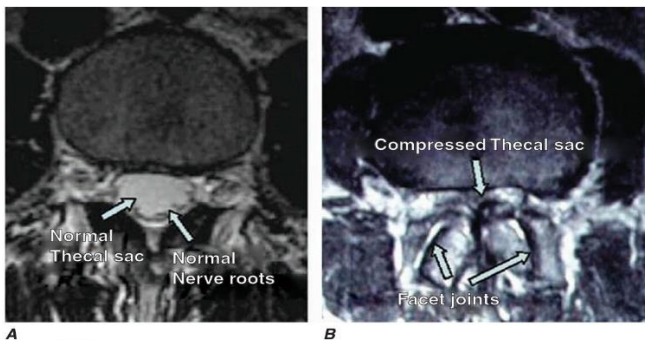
Axial T2-weighted images of the lumbar spine. A. The image shows a normal thecal sac within the lumbar spinal canal. The thecal sac is bright. The lumbar roots are dark punctuate dots in the posterior thecal sac with the patient supine. B. The thecal sac is not well visualized due to severe lumbar spinal canal stenosis, partially the result of hypertrophic facet joints.
